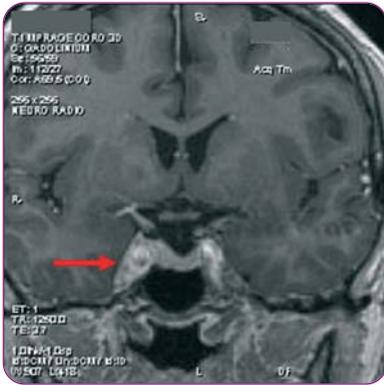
Fistule durale de la loge caverneuse (flèche rouge, IRM)
